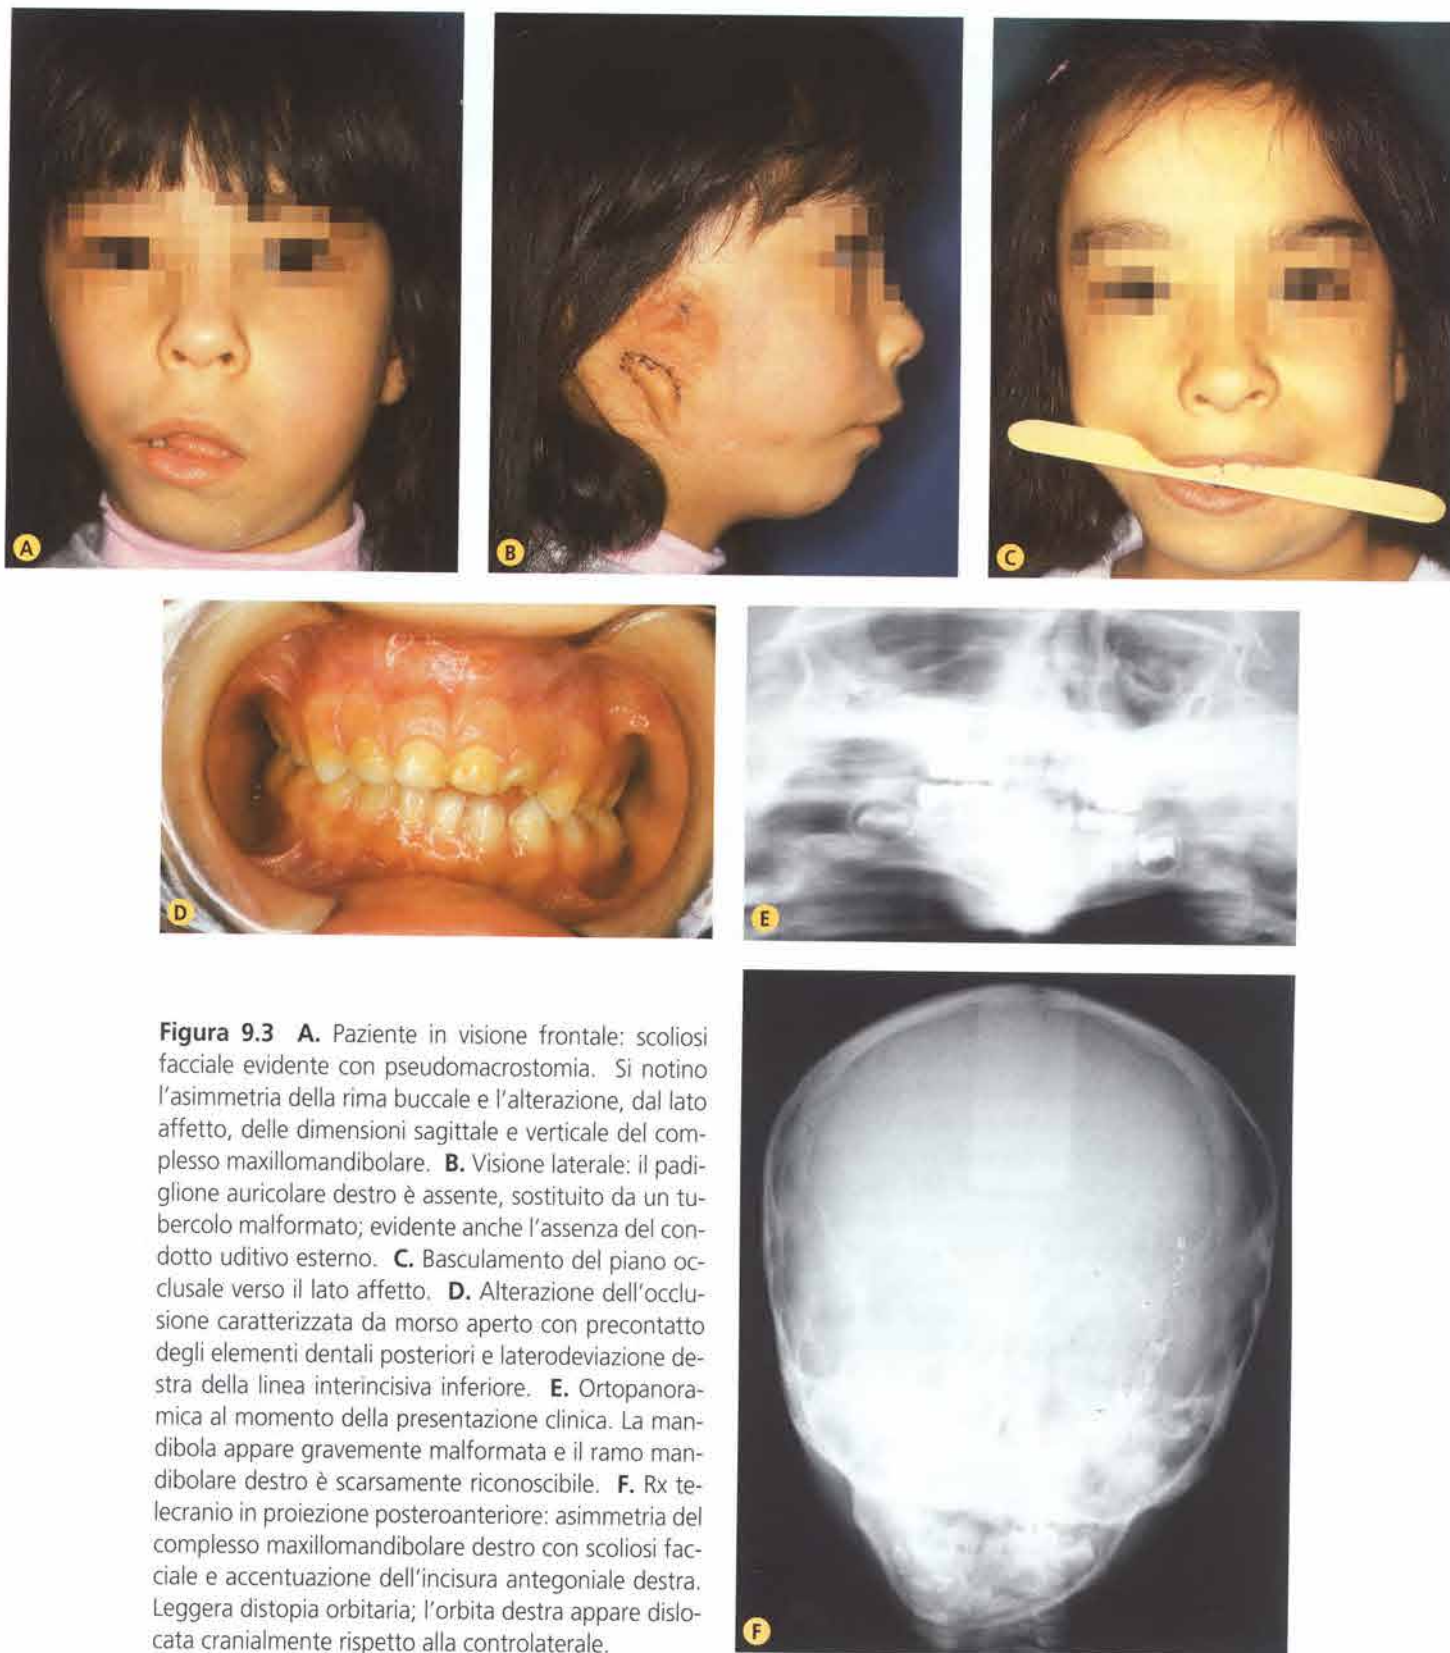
A. Paziente in visione frontale: scoliosi facciale evidente con pseudomacrostomia. Si notino l'asimmetria della rima buccale e l'alterazione, dal lato affetto, delle dimensioni sagittale e verticale del complesso maxillomandibolare. B. Visione laterale: il padiglione auricolare destro è assente, sostituito da un tubercolo malformato; evidente anche l'assenza del condotto uditivo esterno. C. Basculamento del piano occlusale verso il lato affetto. D. Alterazione dell'occlusione caratterizzata da morso aperto con precontatto degli elementi dentali posteriori e laterodeviatura destra della linea interincisiva inferiore. E. Ortopantomografica al momento della presentazione clinica. La mandibola appare gravemente malformata e il ramo mandibolare destro è scarsamente riconoscibile. F. Rx telecranio in proiezione posteroanteriore: asimmetria del complesso maxillomandibolare destro con scoliosi facciale e accentuazione dell'incisura antegoniale destra. Leggera distopia orbitaria; l'orbita destra appare dislocata cranialmente rispetto alla controlaterale.
